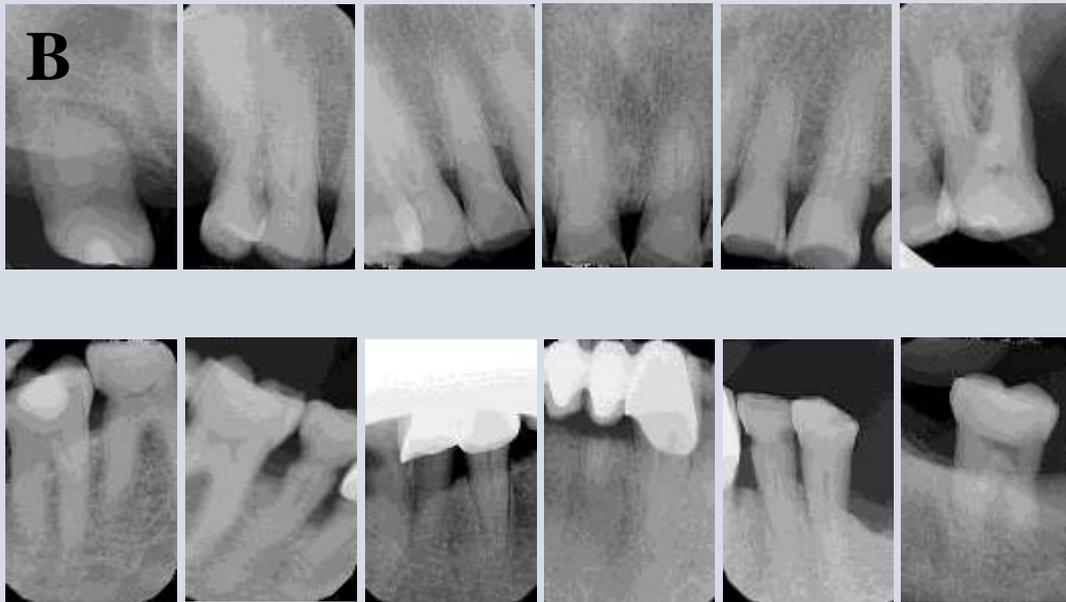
Radiografías. A) Ortopantomografía.
